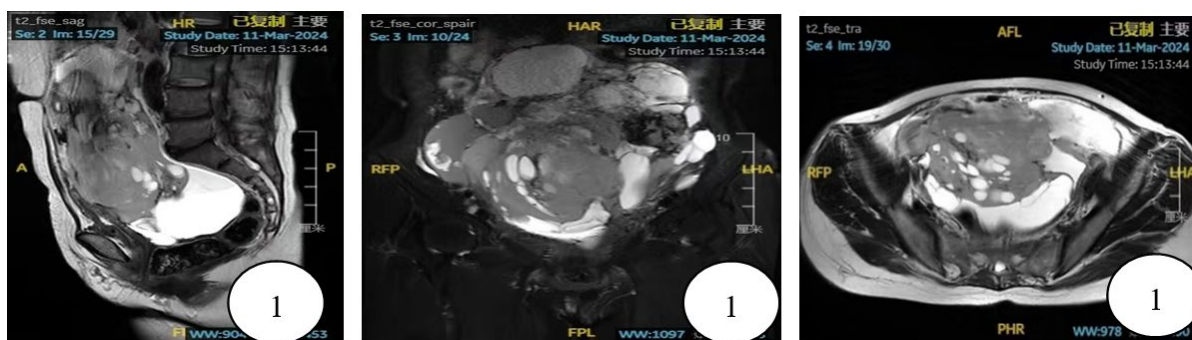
Total pelvic MR images
